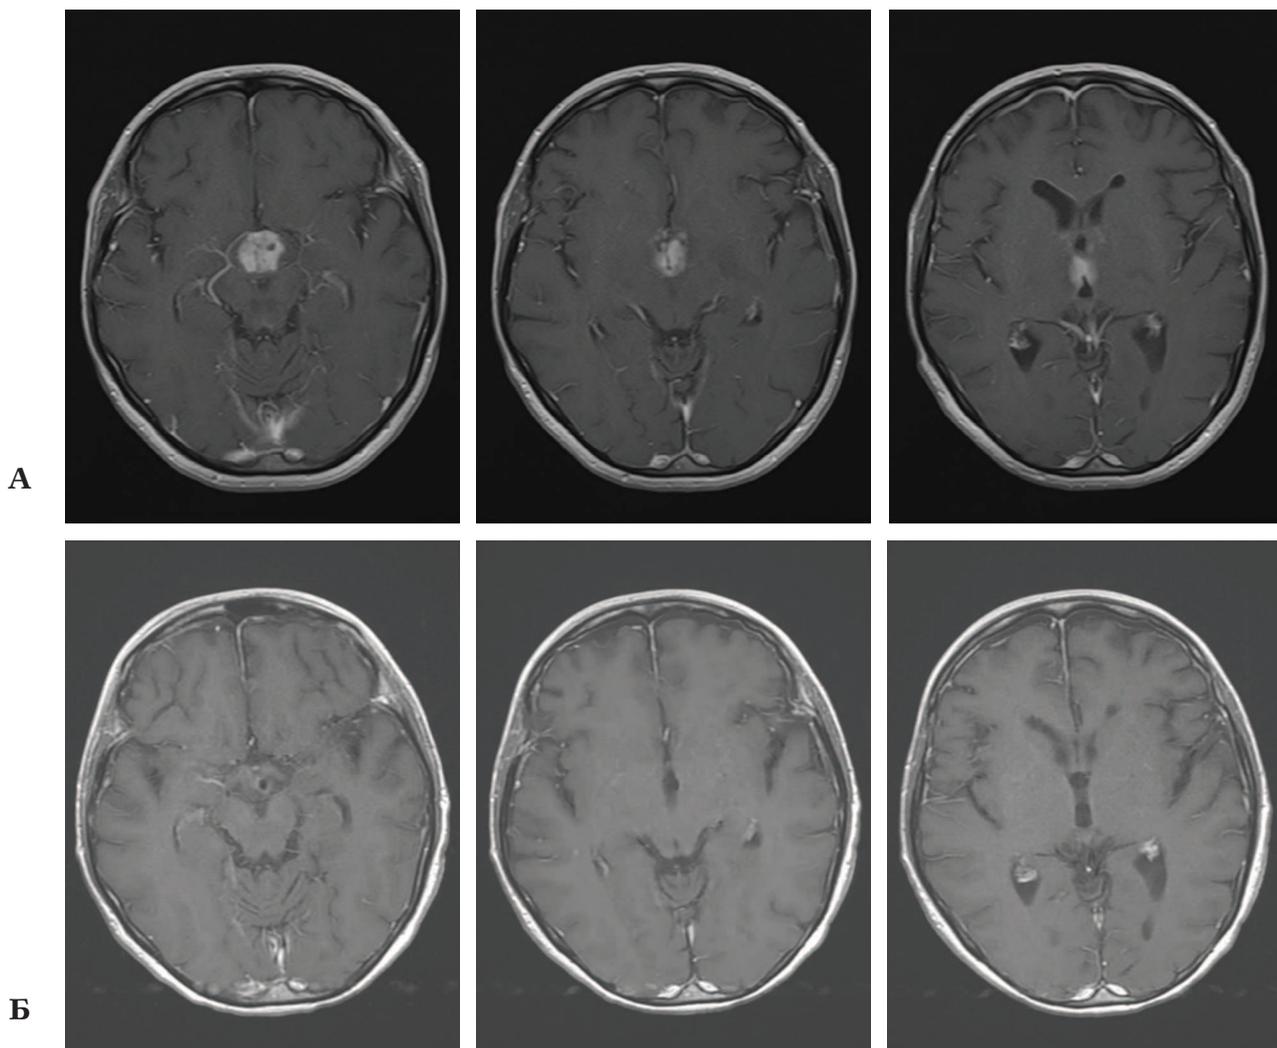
СКТ с контрастным усилением: А – до операции. Визуализируется гиперинтенсивная опухоль в проекции III желудочка; Б – после операции
